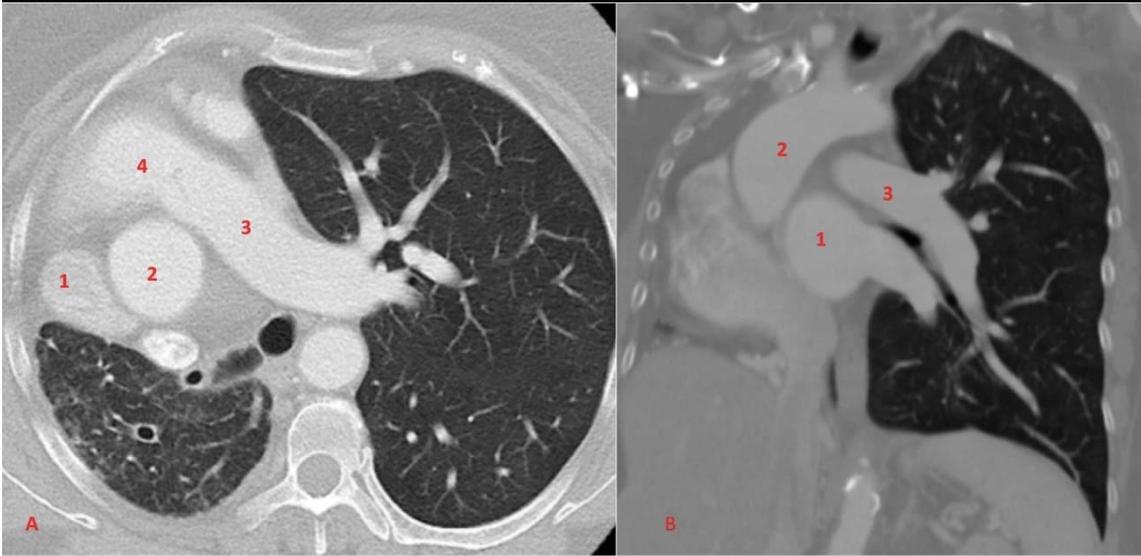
(A)(B). El TAC de tórax muestra ausencia de arteria y vena pulmonar derechas con desplazamiento de las estructuras mediastínicas hacia el lado ipsilateral. 1. Vena pulmonar 2.Arteria aorta 3. Arteria pulmonar izquierda 4. stop de arteria pulmonar derecha.
